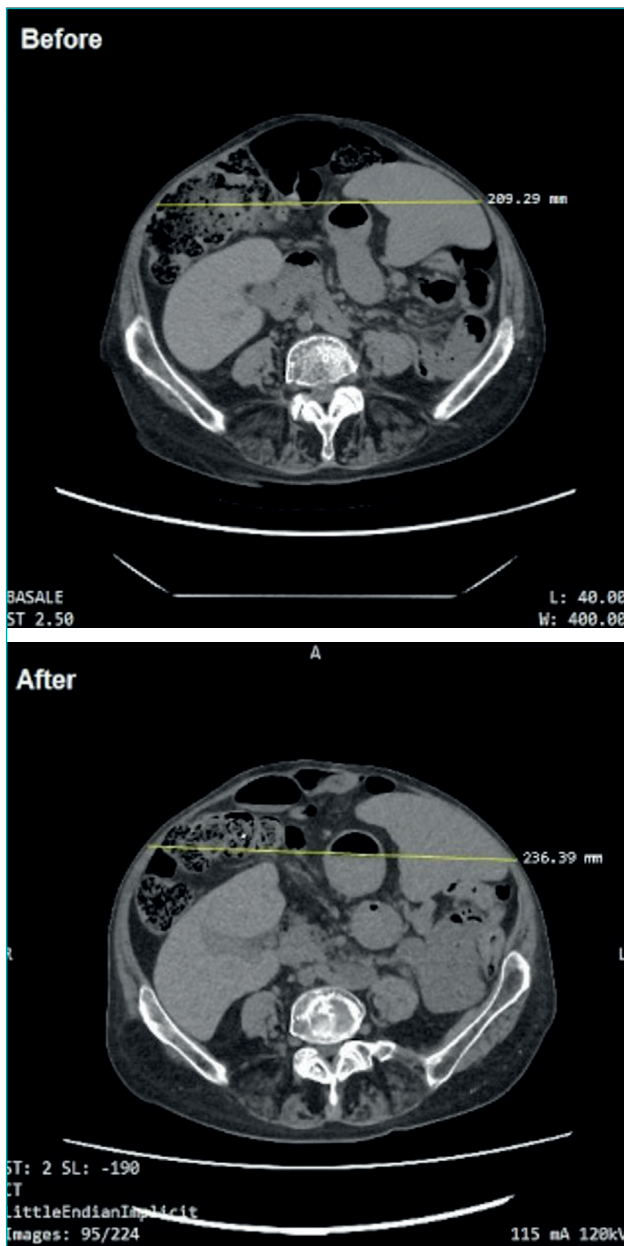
Imágenes de tomografía computarizada de comparación de la diástasis de rectos antes (arriba) y después (abajo) de la infiltración de toxina botulínica A.
